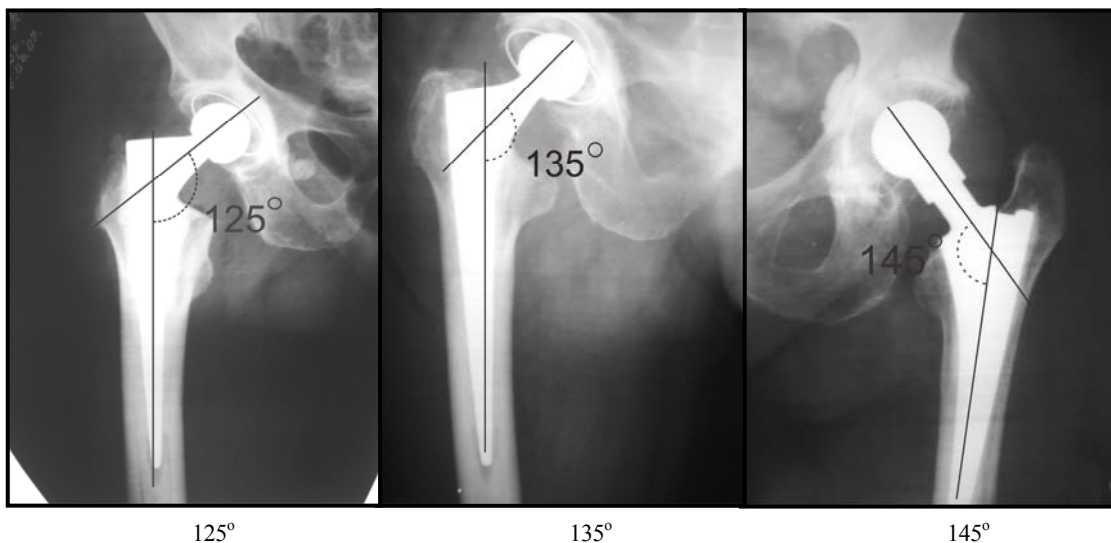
Рентгенограми імплантованих ендопротезів із кутами нахилу 125° , 135° та 145°
